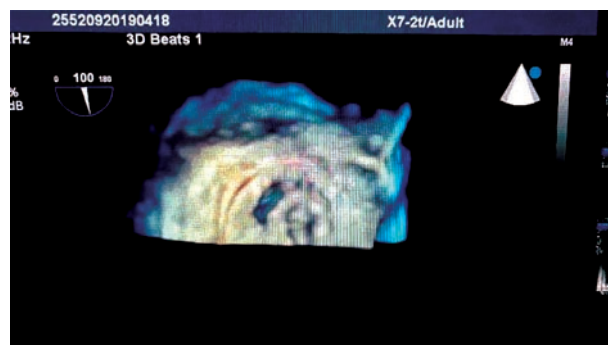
3D-УЗИ фистулы с коническим (со стороны ЛП) каналом до закрытия. Вероятно, это предельно большой размер фистулы для современных закрывающих устройств
